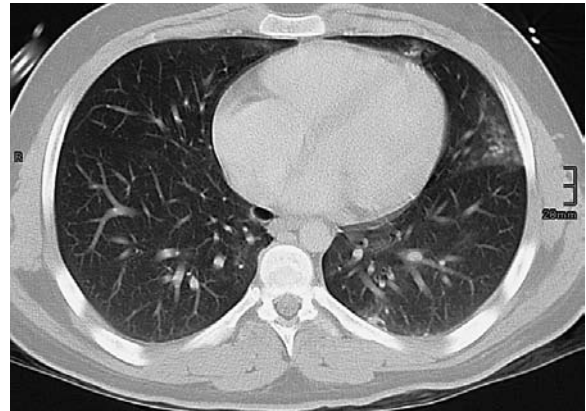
CT axial, Lungenfenster. Lungenkontusion, Pneumothorax: umschriebene Verdichtungen links ventral (Lingula) und links dorsal bei Lungenkontusion, geringe Luftansammlung paramedias-tinal ventral und paravertebral rechts bei Pneumothorax.
